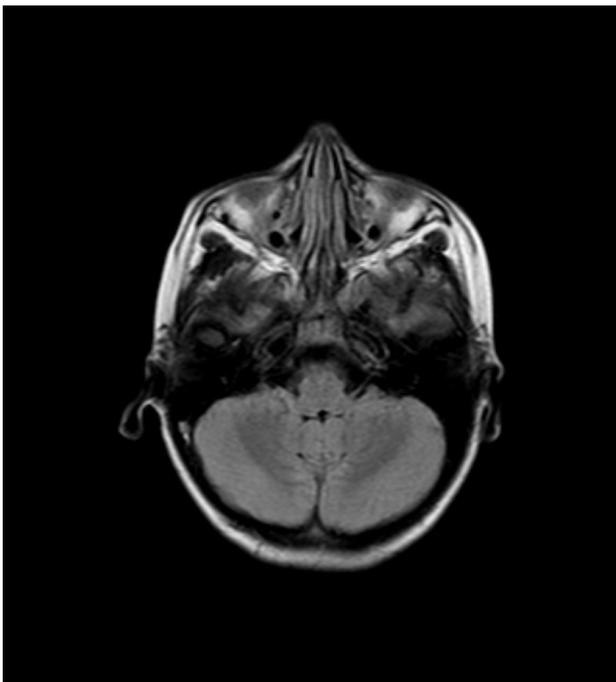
RMN cerebral simple. Engrosamiento de paredes de la carótida interna derecha en su porción cavernosa.
